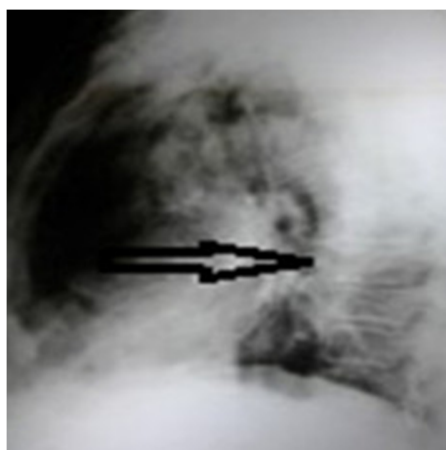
Radiografía de tórax (vista lateral). Presencia de gas retroesternal.
